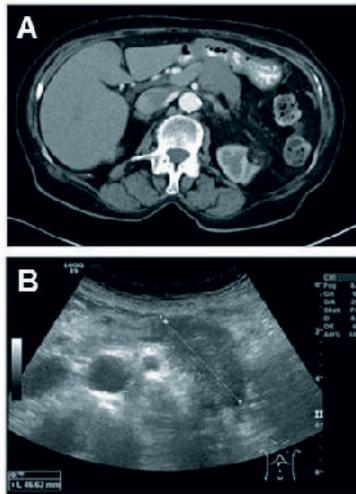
Darstellung eines Pankreaskorpuskarzinoms einer 82-jährigen Patientin in der Computertomographie (A) und Sonographie (B).
